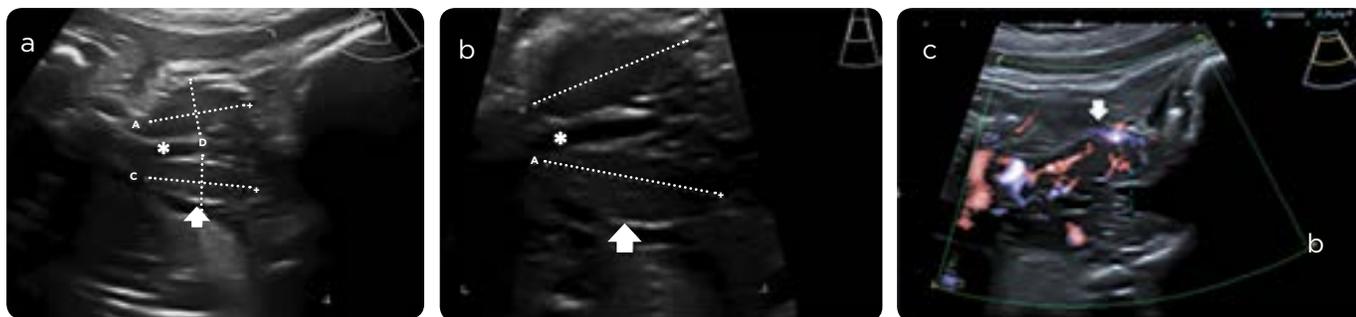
Bocio congénito. Ecografía del tercer trimestre. a y b) Coronal. c) Sagital con registro Doppler aumentado. Bocio (flecha blanca) que genera disminución del tamaño de la vía aérea (asterisco).
